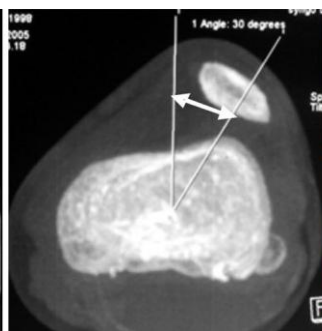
Соответствие величины угла латерализации связки надколенника пациента Э. на томограмме и во время операции
